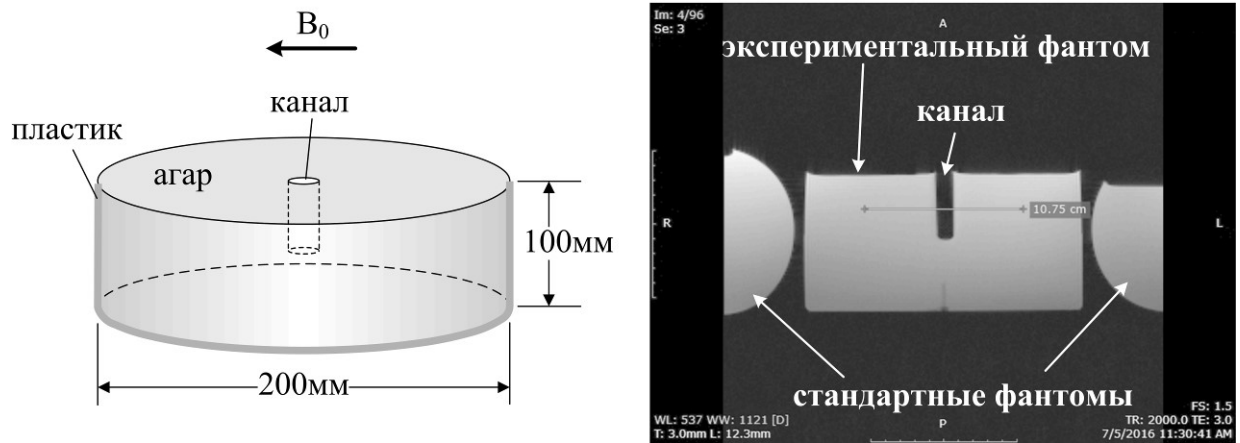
Экспериментальный градиентный фантом и его МРТ изображение. Диаметр центрального канала 11 мм; толщина среза 3 мм. Стандартные круглые фантомы по бокам для сравнения интенсивности сигналов.
